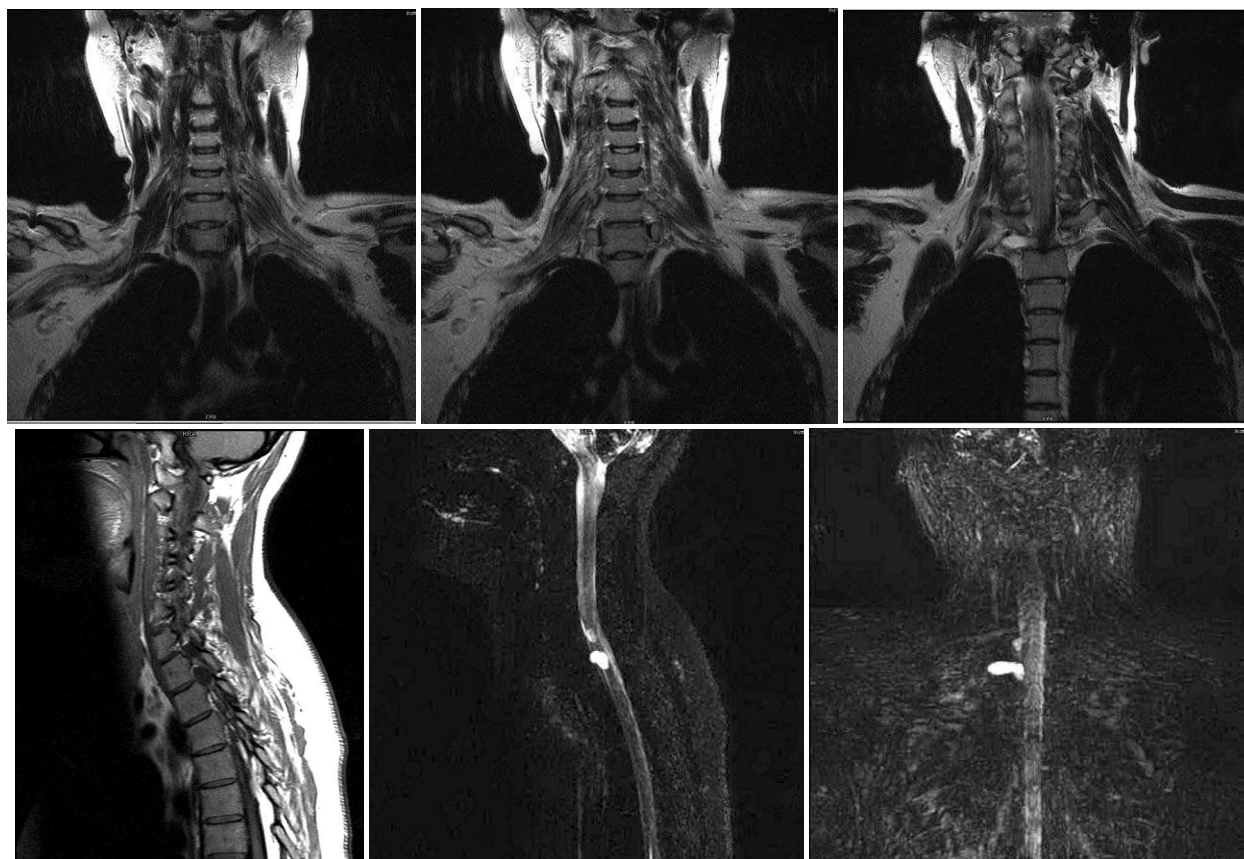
МРТ-обследование пациентки Ю., 39 лет. Ds: сочетанная травма. Закрытый перелом ключицы. Тракционная плексопатия первичных стволов справа.
